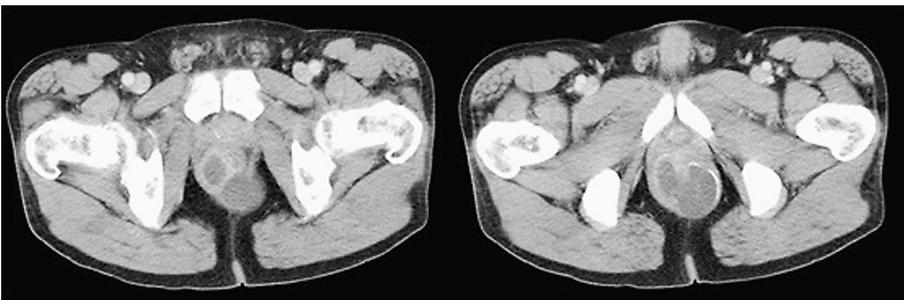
術前の造影CT検査：肛門周囲の嚢胞性腫瘍は増大し嚢胞の辺縁に造影効果を認めた。嚢胞辺縁の石灰化も認めた。
